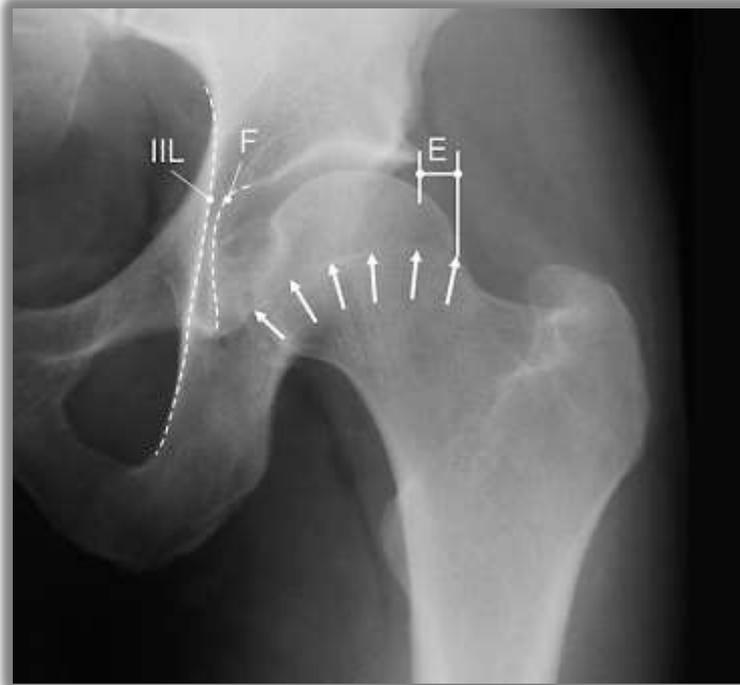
Radiographie d'une hanche de face normale d'un homme de 35 ans : la fosse acétabulaire (F) est latérale par rapport à la ligne ilio-ischiatique (IIL). E représente la portion non couverte de la tête fémorale. Les flèches représentent la projection du bord postérieur de l'acétabulum à travers la tête fémorale⁶⁴.
